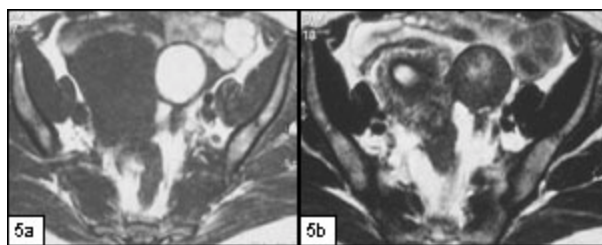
Mulher de 50 anos com endometrioma do ovário esquerdo. Na RM, com sequências no plano axial, ponderadas em T1 (5a) e T2 (5b), observa-se lesão no ovário esquerdo, nodular, de paredes finas, com hipersinal em T1 e hipossinal em T2 (“shading”).
